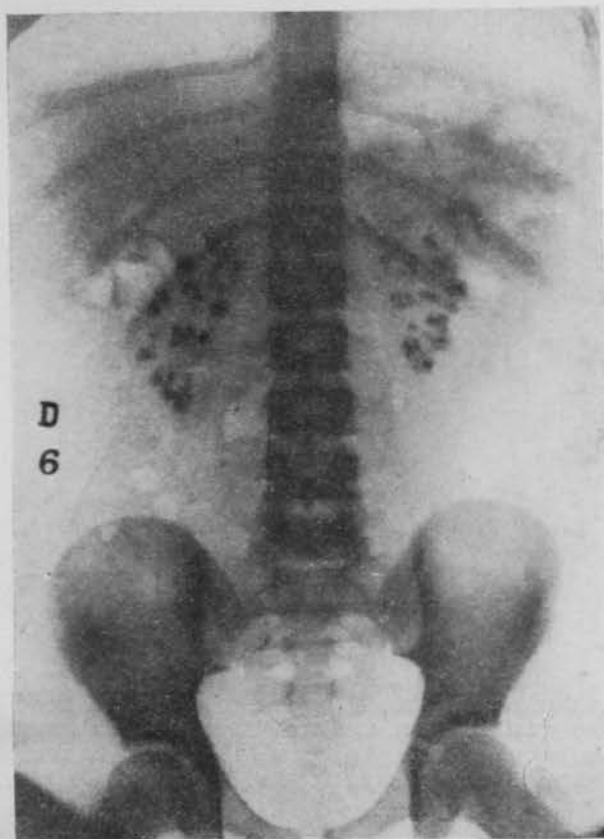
Radiografía renal a los seis minutos de la inyección de contraste.
